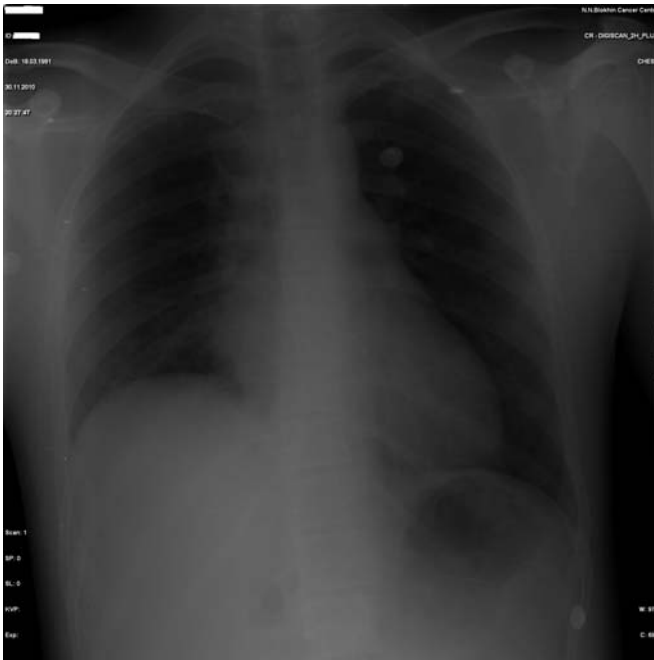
Рентгенограмма грудной клетки в прямой проекции. Катетер центральной вены установлен через левую подключичную вену. Эндокардиальный электрод (для временной электростимуляции сердца) установлен через правую подключичную вену, дистальный конец электрода находится в правом желудочке
